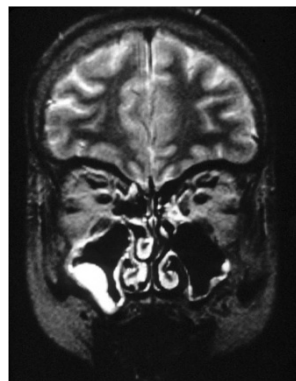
Estudio mediante RM. Engrosamiento y quiste mucoso en seno maxilar derecho.
